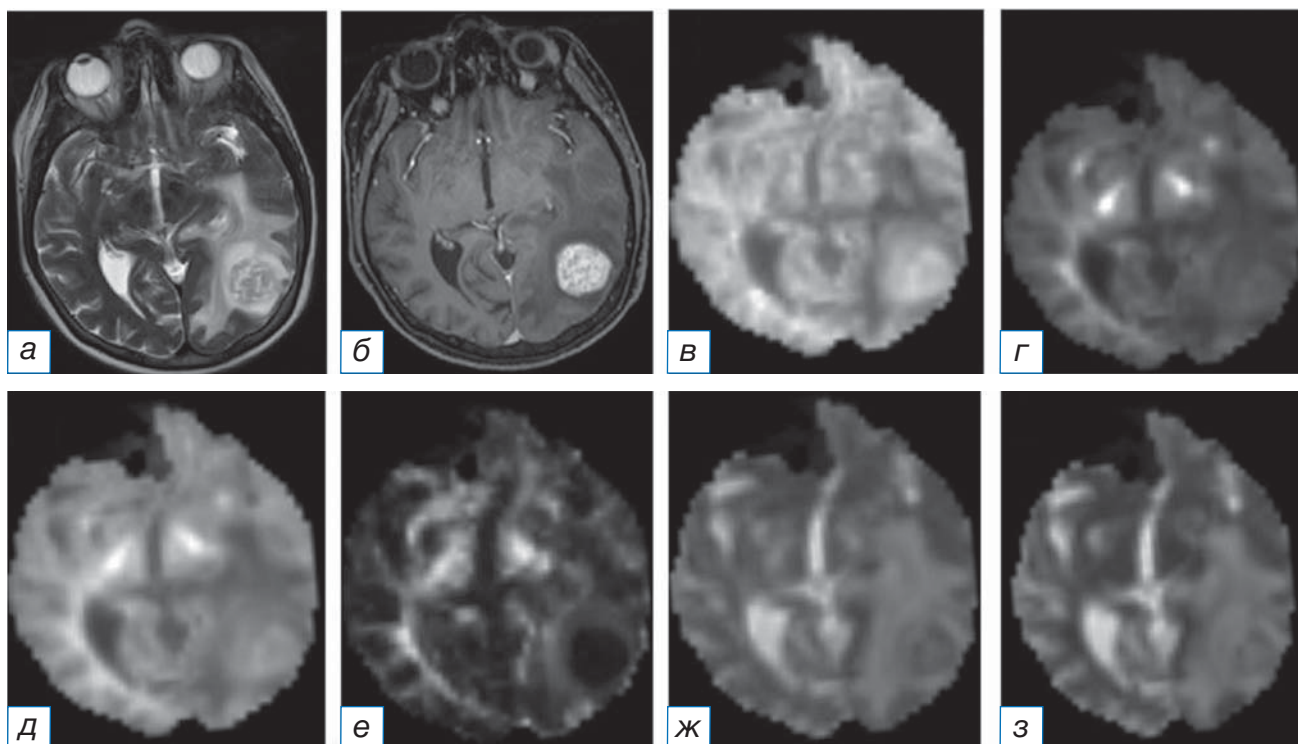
Магнитно-резонансная томограмма головного мозга: метастаз меланомы в левой височно-затылочной области: *а* (T2-WI) — в левой височно-затылочной области определяется образование с кистозными включениями, окружённое выраженной зоной перифокального отёка; *б* (T1-WI после внутривенного введения контрастного вещества) — визуализируется интенсивное неравномерное накопление контрастного препарата; *в* (аксиальный куртозис) — в левой височно-затылочной области образование определяется в виде участка преимущественно повышенного МР-сигнала; *г* (радиальный куртозис) — в левой височно-затылочной области образование определяется в виде участка слабо повышенного МР-сигнала; *д* (средний куртозис) — в левой височно-затылочной области образование определяется в виде участка преимущественно повышенного МР-сигнала; *е* (куртозисная анизотропия) — в левой височно-затылочной области образование определяется в виде участка пониженного МР-сигнала; *ж* (аксиальная диффузия экстрааксональной жидкости) — в левой височно-затылочной области образование определяется в виде участка гетерогенного МР-сигнала; *з* (радиальная диффузия экстрааксональной жидкости) — в левой височно-затылочной области образование определяется в виде участка гетерогенного МР-сигнала.
